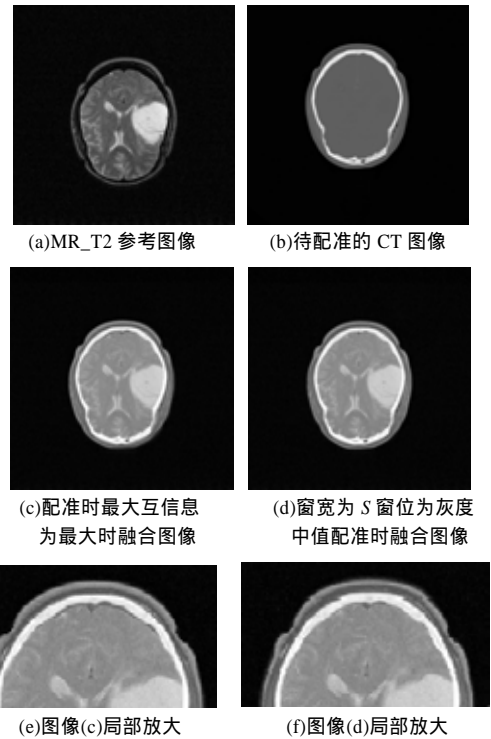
CT, MR_T2 图像及配准后的融合图像
